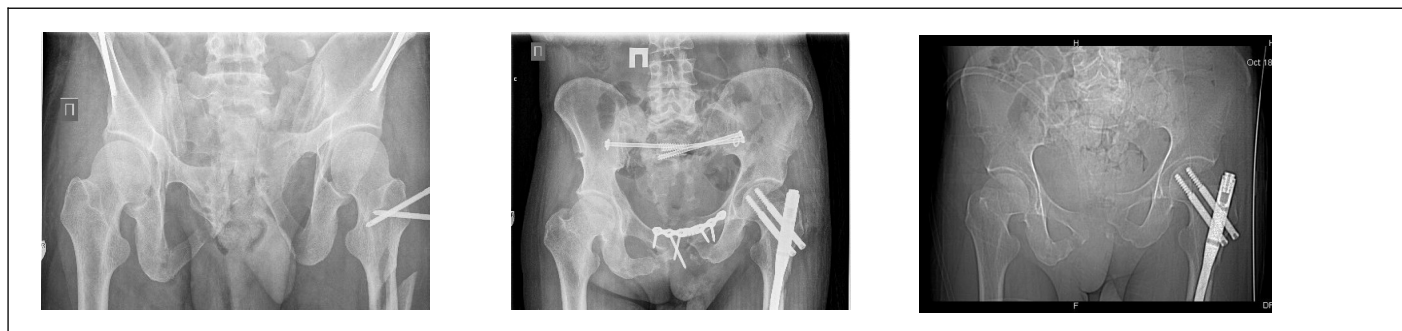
Больной Т. Слева направо — рентгенограммы таза при поступлении, после развившейся миграции и после удаления всех тазовых конструкций.
